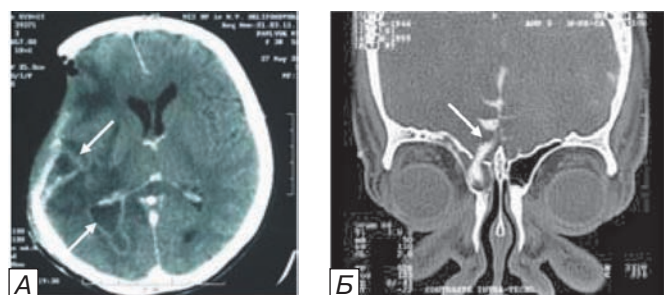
Применение КТ головного мозга с контрастным усилением в диагностике ЧМТ: А) КТ головного мозга с контрастным усилением. Аксиальный срез. Множественные абсцессы правого полушария головного мозга. Капсула абсцессов хорошо накапливает контрастное вещество (указано стрелками); Б) КТ-цистернография. Фронтальная проекция. Распространение контрастного вещества через дефект дна передней черепной ямки в лобную пазуху (указано стрелкой).
